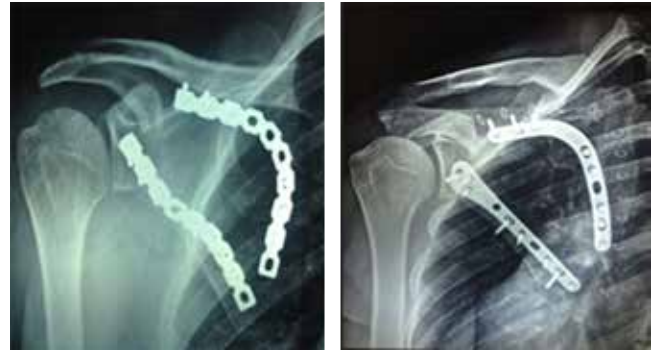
Radiografías postquirúrgicas de pacientes 1 y 2.
